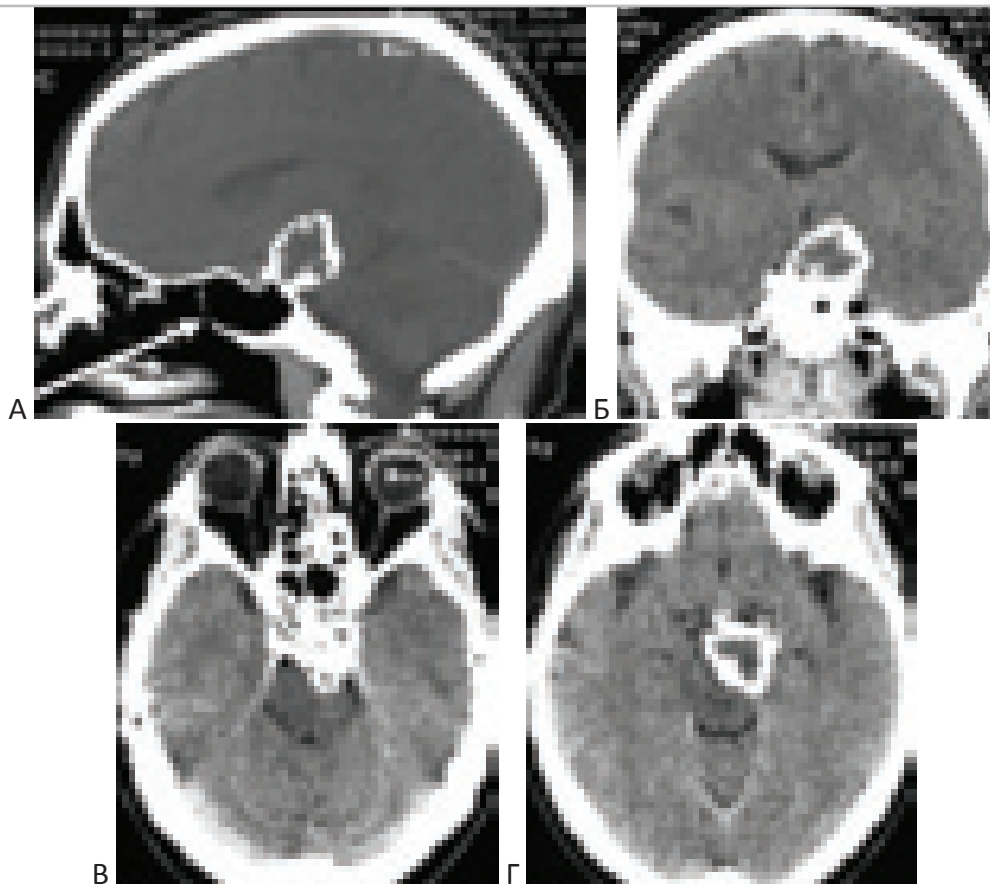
КТ изображения больного с хордомой основания черепа. Больной О., 43 лет. “А” – КТ изображение с сагиттальной проекции. Стрелка указывает направление доступа. “Б” – КТ во фронтальной проекции. “В”, “Г” – аксиальные КТ-изображения. Массивные аморфные кальцификаты в области спинки седла и верхних отделов ската, распространяющие супраселлярно.
